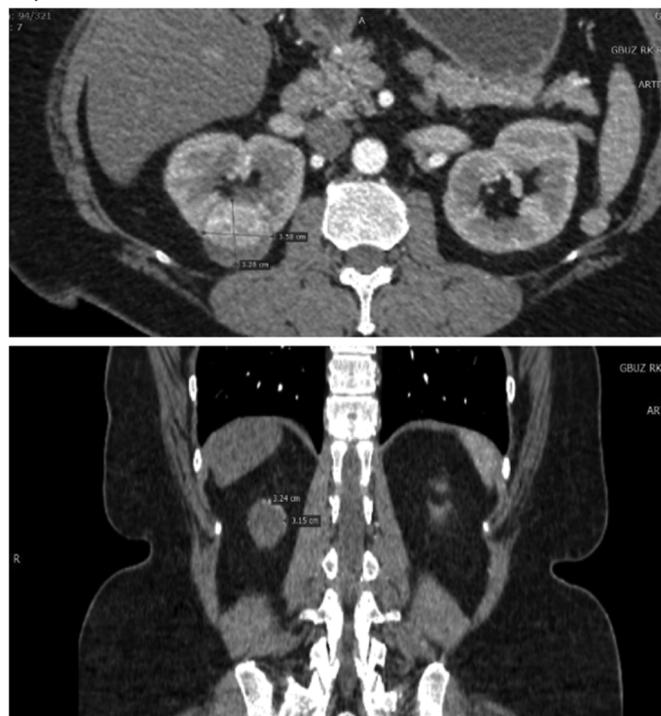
Данные МСКТ-урографии пациентки
